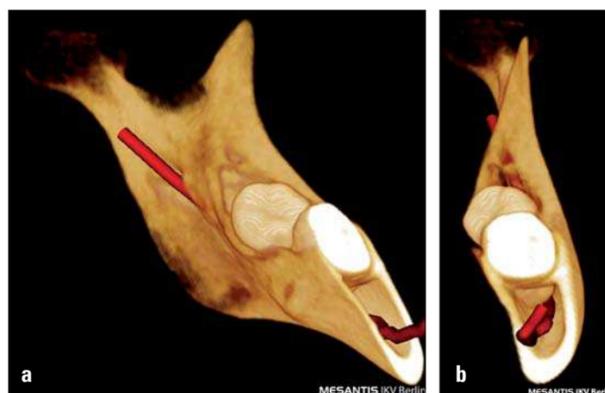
Retinierte und verlagerte Weisheitszähne mit besonderer Nähe der Wurzel zum N. alveolaris inferior sind ebenfalls eine klassische rechtfertigende Indikation für eine digitale Volumentomografie. Mithilfe unserer spezifischen 3D-Renderingssoftware werden überflüssige anatomische Strukturen entfernt (a), der N. alveolaris inferior dargestellt und die Lagebeziehung des Nervus zur Wurzel des Zahnes 37 visualisiert (b).
